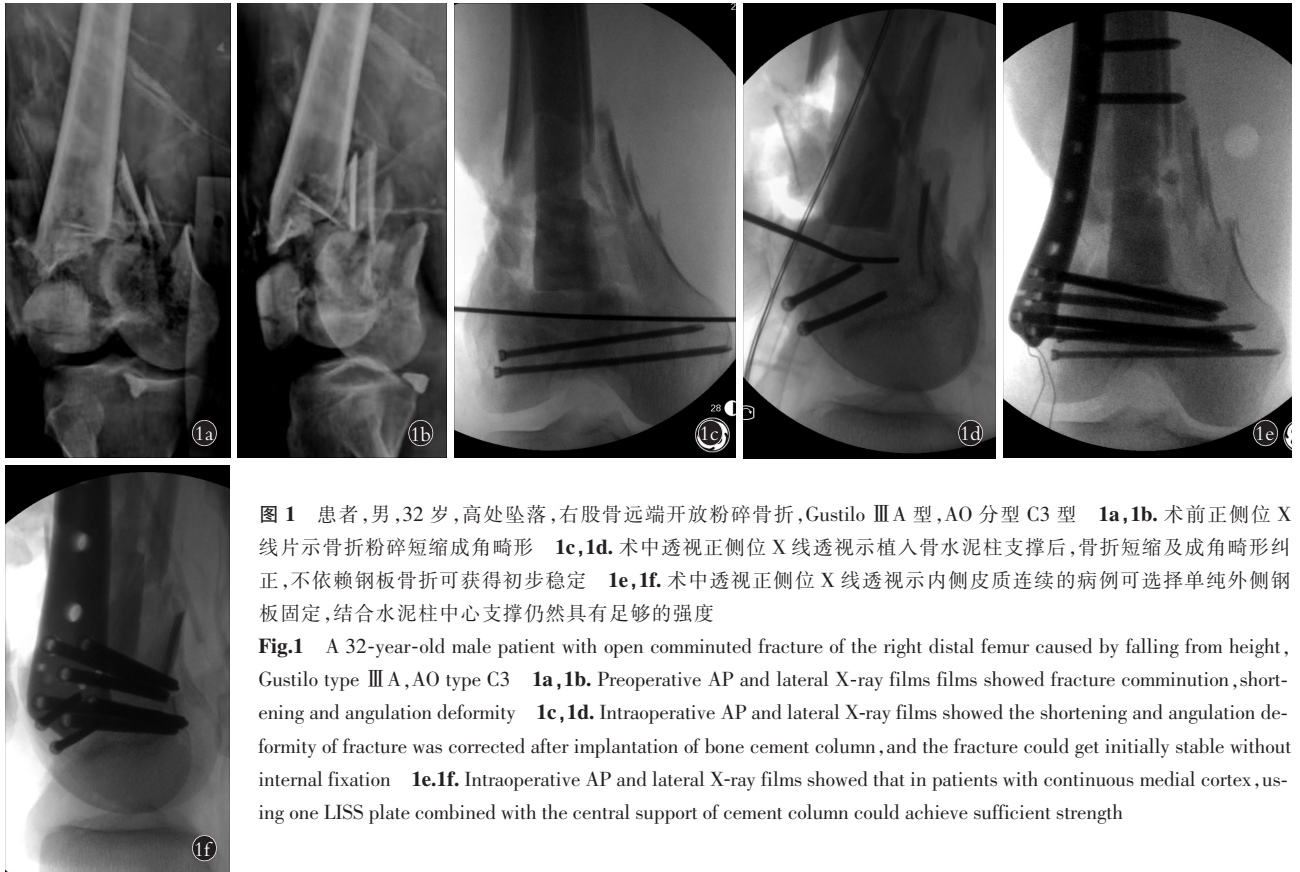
患者,男,32岁,高处坠落,右股骨远端开放粉碎骨折,Gustilo III A型,AO分型C3型 1a,1b.术前正侧位X线片示骨折粉碎短缩成角畸形 1c,1d.术中透视正侧位X线透视示植入骨水泥柱支撑后,骨折短缩及成角畸形纠正,不依赖钢板骨折可获得初步稳定 1e,1f.术中透视正侧位X线透视示内侧皮质连续的病例可选择单纯外侧钢板固定,结合水泥柱中心支撑仍然具有足够的强度
